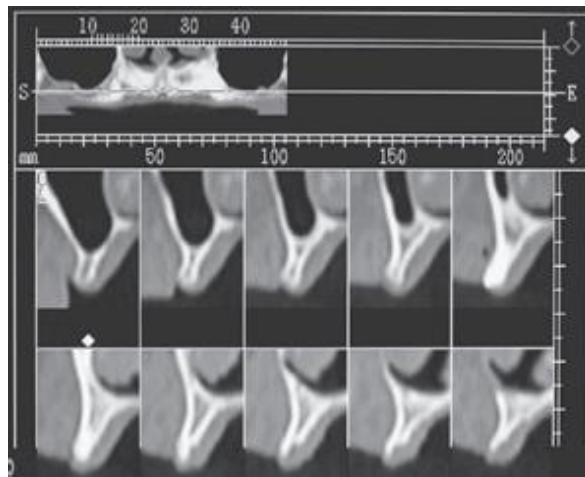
Definição da imagem na TC convencional
